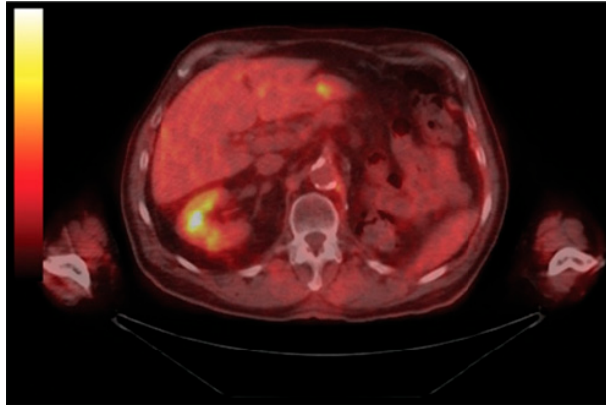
Ejemplo de imagen PET fusionada.
